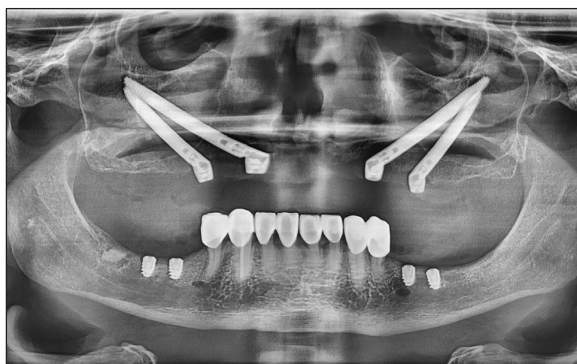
Przypadek 4 – zdjęcie pantomograficzne przed zabiegiem.
